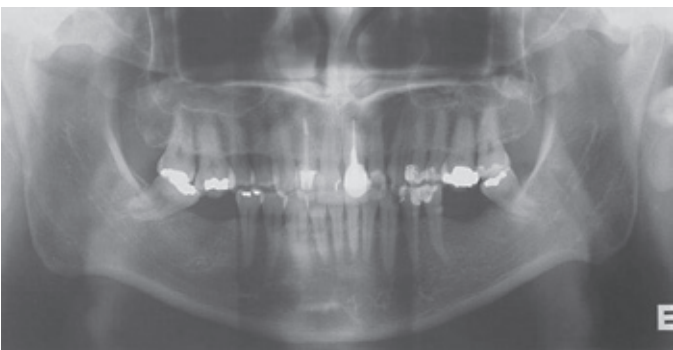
Radiografia panorâmica evidenciando extrusão dos dentes 16 e 26 e espaço disponível para instalação de implantes nas regiões dos dentes 36 e 46.
